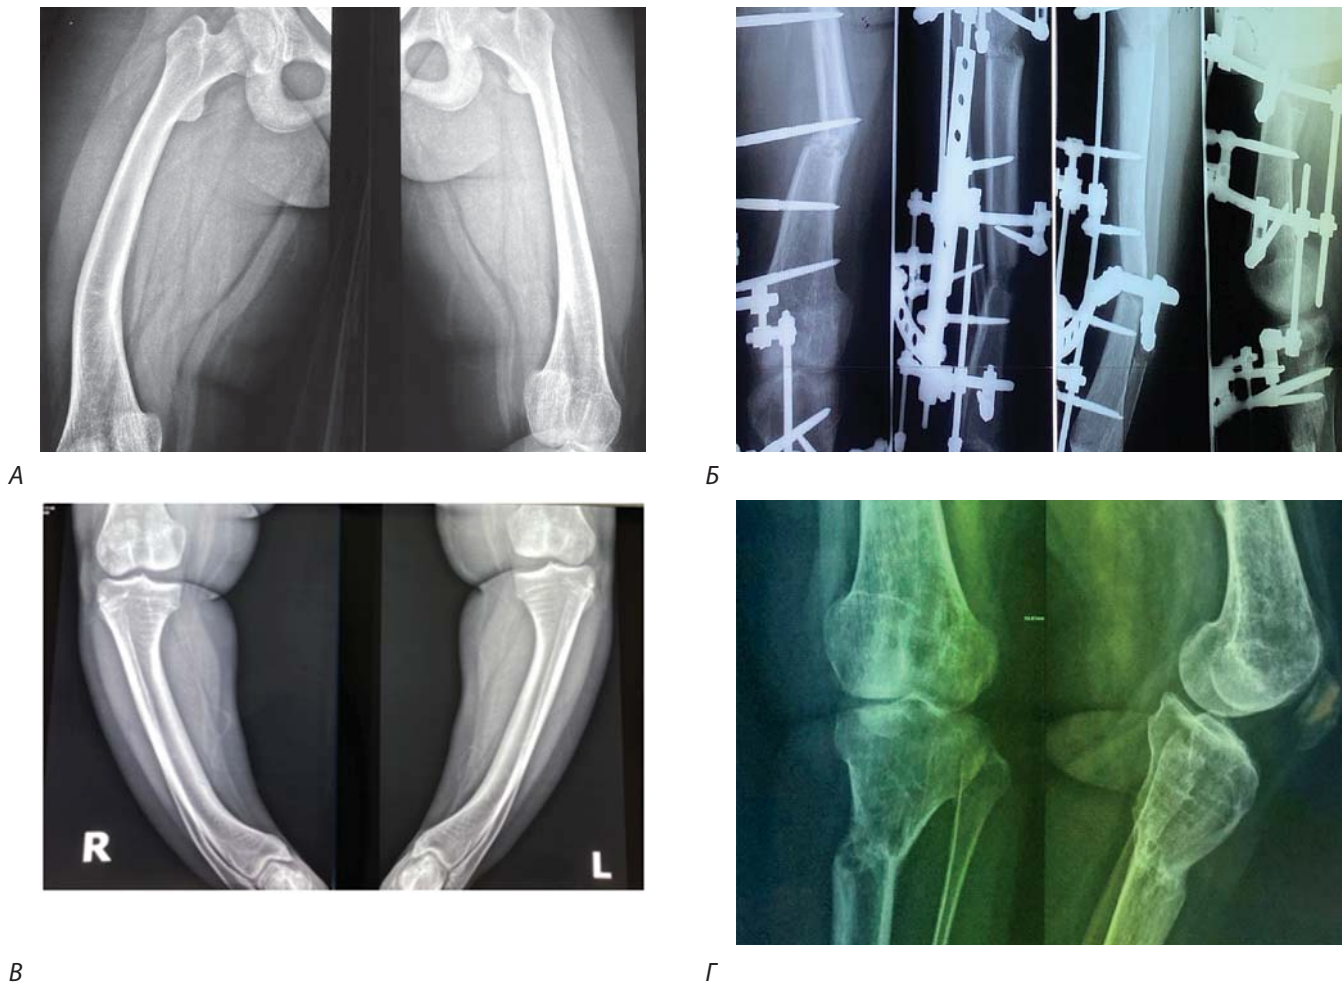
Рентгенограми нижніх кінцівок пацієнтки № 1: А, В — 13 років 5 міс; Б — 14 років 9 міс; Г — 14 років 11 міс
